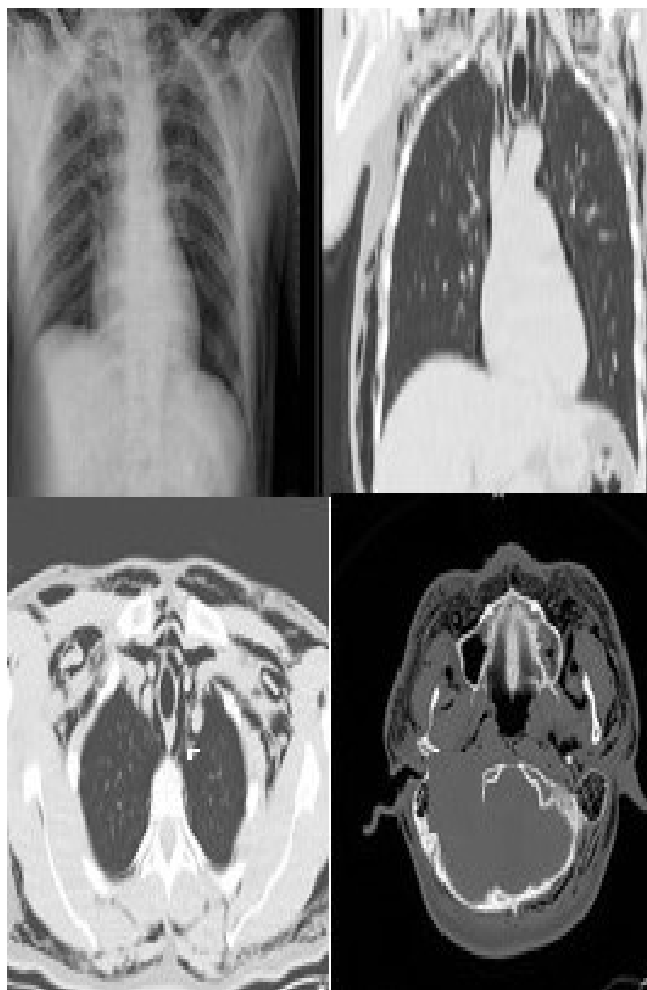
Chest graphy and CT with SPM
